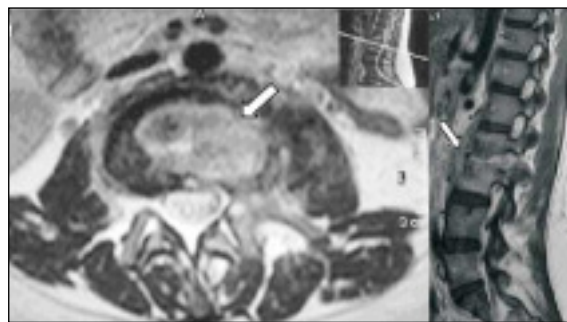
Ressonância Magnética: destruição do corpo vertebral com massa paravertebral invadindo canal medular sem captação de contraste e destruição do disco intervertebral L2-L3
